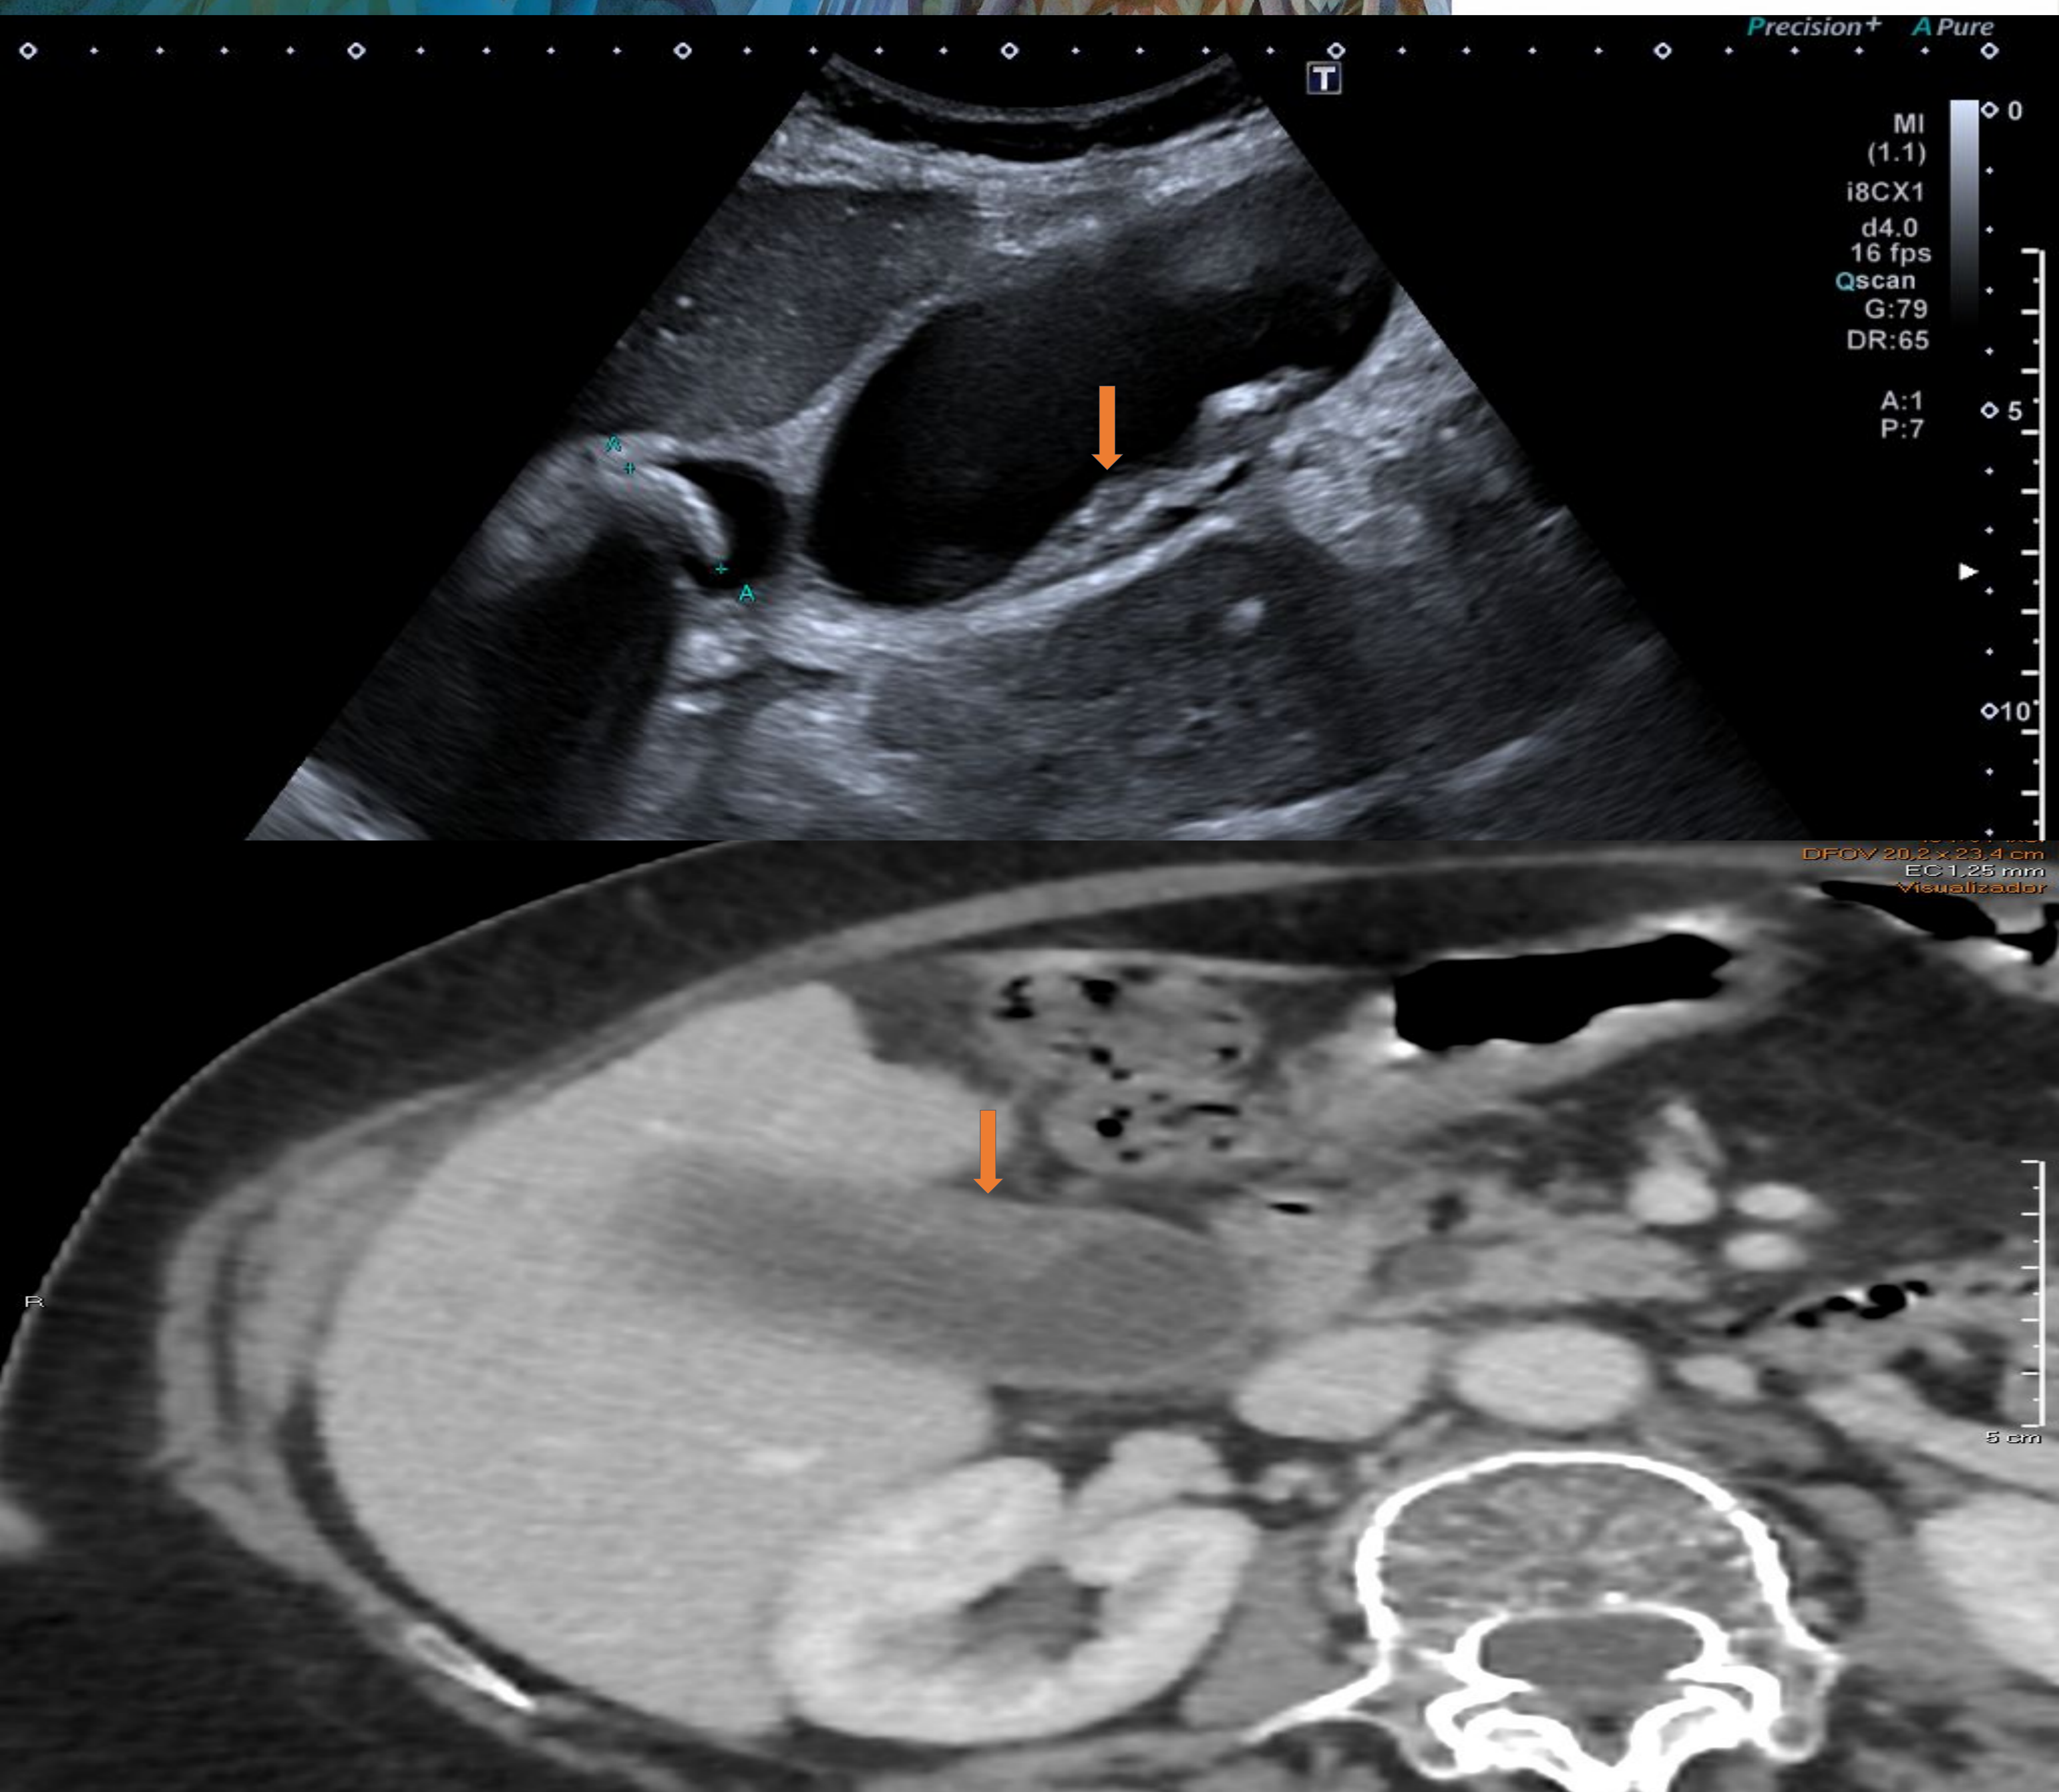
Se exponen imágenes de ecografía y TC de una vesícula biliar en rangos de hidrops (12,3 cm) con engrosamiento mural difuso de 4,4 mm y presencia de membranas intraluminales (flechas). Existen dos imágenes litiásicas, una de ellas de 2,2 cm de tamaño enclavada en el cuello vesical. Mediante TC se visualiza realce disminuido de la pared vesicular. Todo ello compatible con colecistitis aguda gangrenosa.
